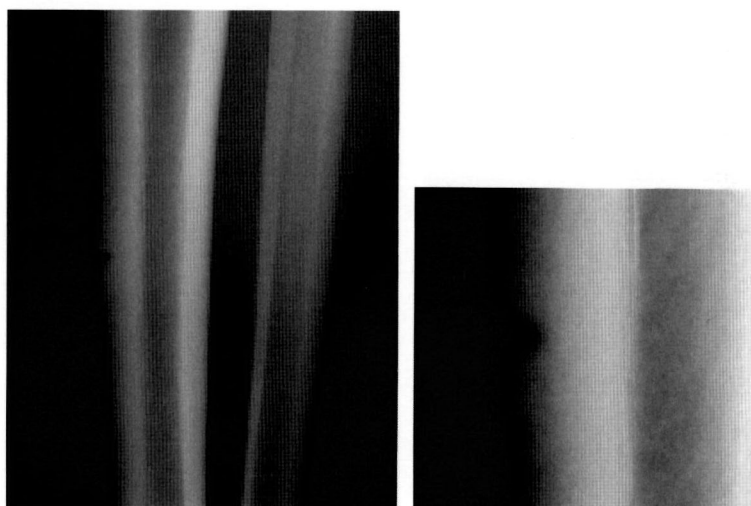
Plain radiograph at 1 month after commencement of treatment
